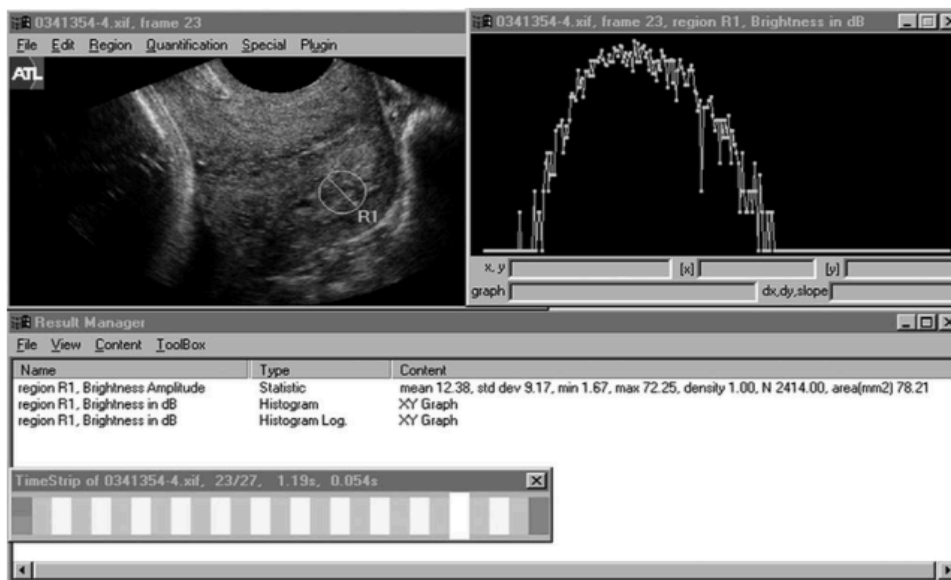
Valutazione della scala dei grigi nella regione di interesse applicata nella parete posteriore della cervice. (From: Tekesin et al. 2003 Evaluation of quantitative ultrasound tissue characterization of the cervix and cervical length in the prediction of premature delivery for patients with spontaneous preterm labor.)<sup>128</sup>
